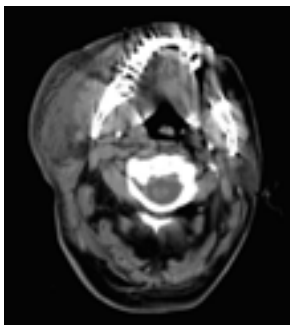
Supurația submandibulară și emfizemul subcutanat (CT)
